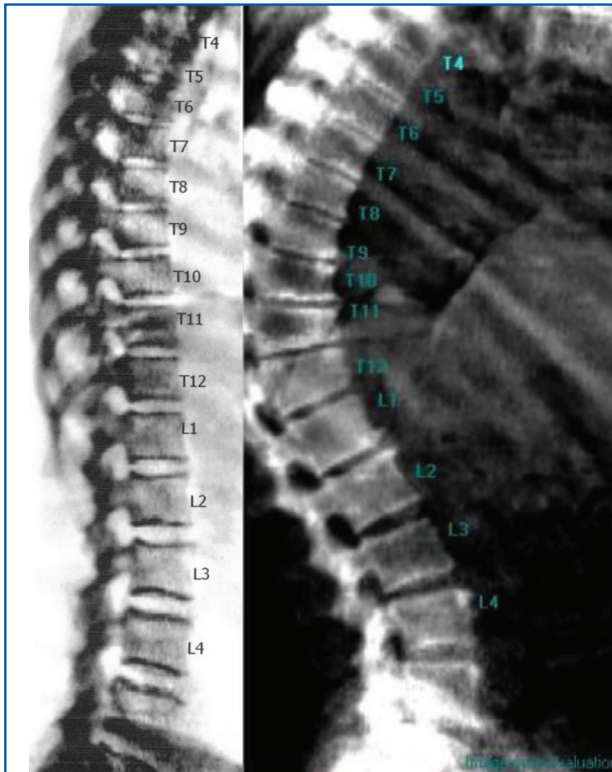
Radiographie du rachis dorsal de profil montrant une hypertransparence osseuse et des fractures vertébrales non contigües grade 2 et 3 de Genant (respectivement D5 et D7).
